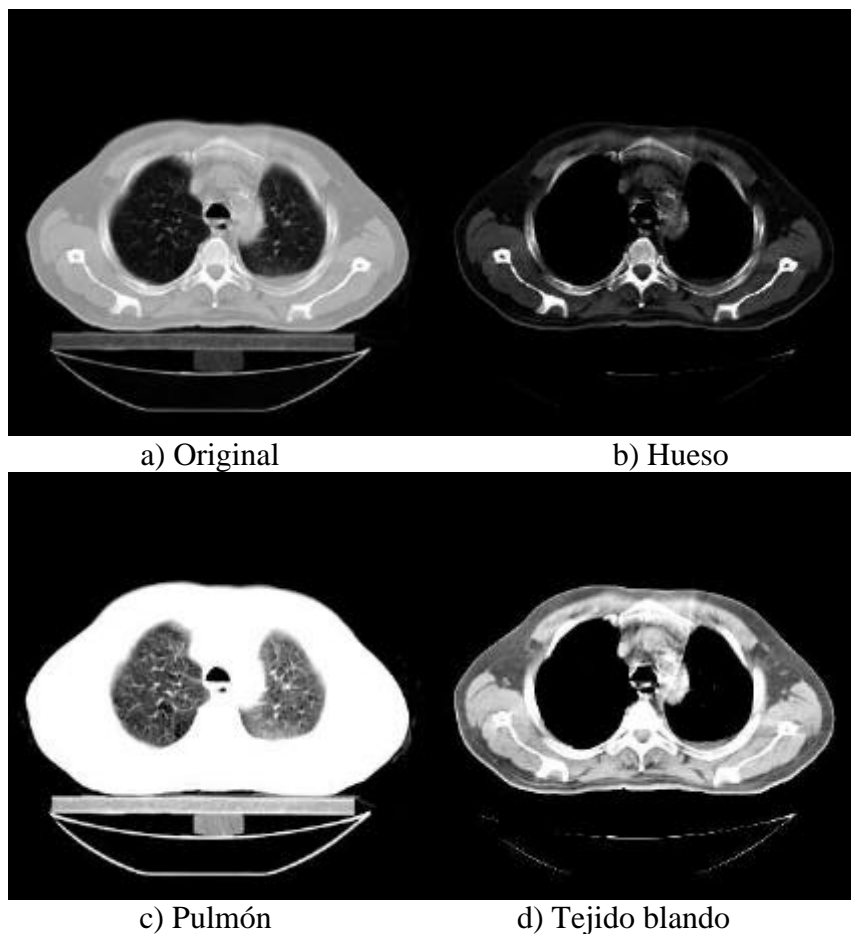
Distintos modos de visualización de una imagen de TC de alto rango dinámico.
